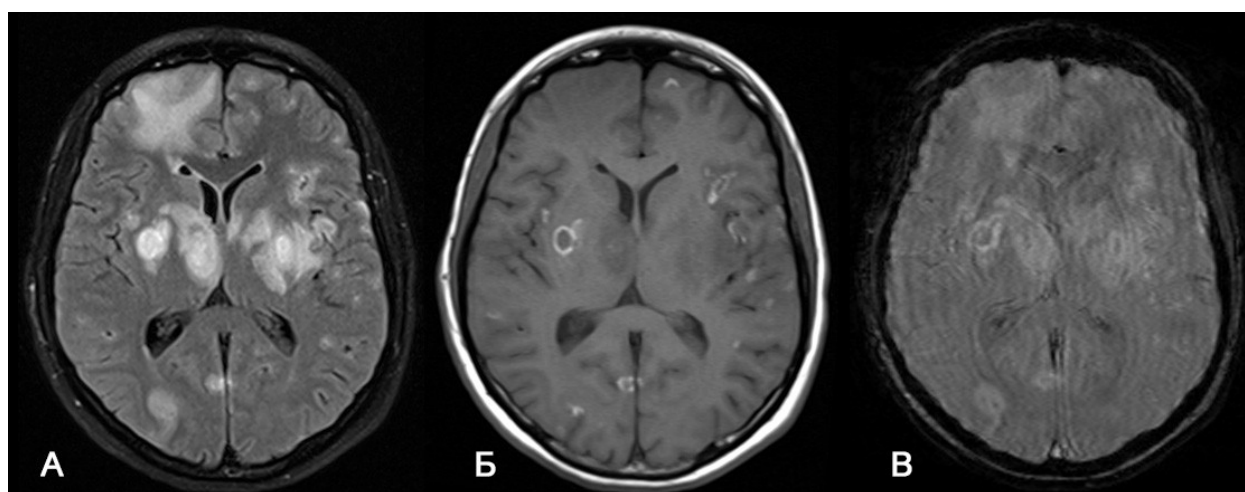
МРТ пациента М. 32 лет с множественными очагами токсоплазмоза, в структуре которых визуализируются гиперинтенсивные включения. МР-изображения в аксиальной проекции. А – T2 FLAIR, Б – T1ВИ, В – SWI. В области базальных ганглиев с 2х сторон, в области правого таламуса, субкортикальных отделов гемисфер больших полушарий определяются множественные патологические структуры, окруженные перифокальным отеком (А), в структуре значительной части патологических структур множественные гиперинтенсивные включения на T1ВИ (Б). На SWI (В) включения гиперинтенсивны, без признаков повышенной магнитной восприимчивости (характеристики сигнала противоположны ожидаемым в случае геморрагий).
